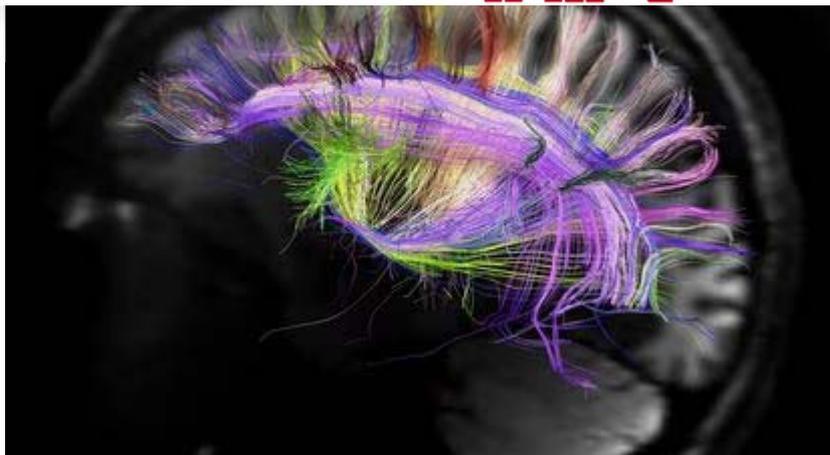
Imagen de resonancia magnética del cerebro humano que muestra las curvas de fibras neuronales.mgh-ucla human connectome project
